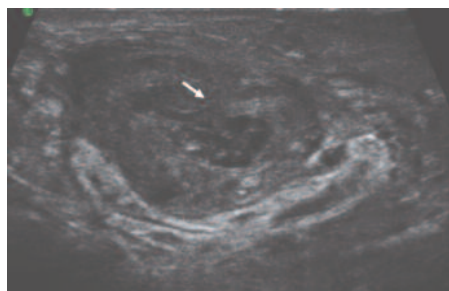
УЗИ абсцесса семенного канатика. Внутренний свищ (стрелка)
